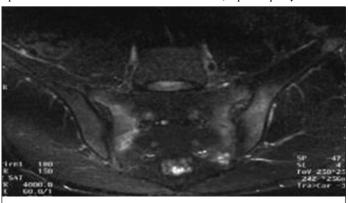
Больной К., 19 лет. МРТ крестцовоподвздошных сочленений (фрагмент) в режиме STIR (с подавлением сигнала от жировой ткани). Признаки острого билатерального воспаления (остеита) с локализацией в подвздошных костях и крестце
